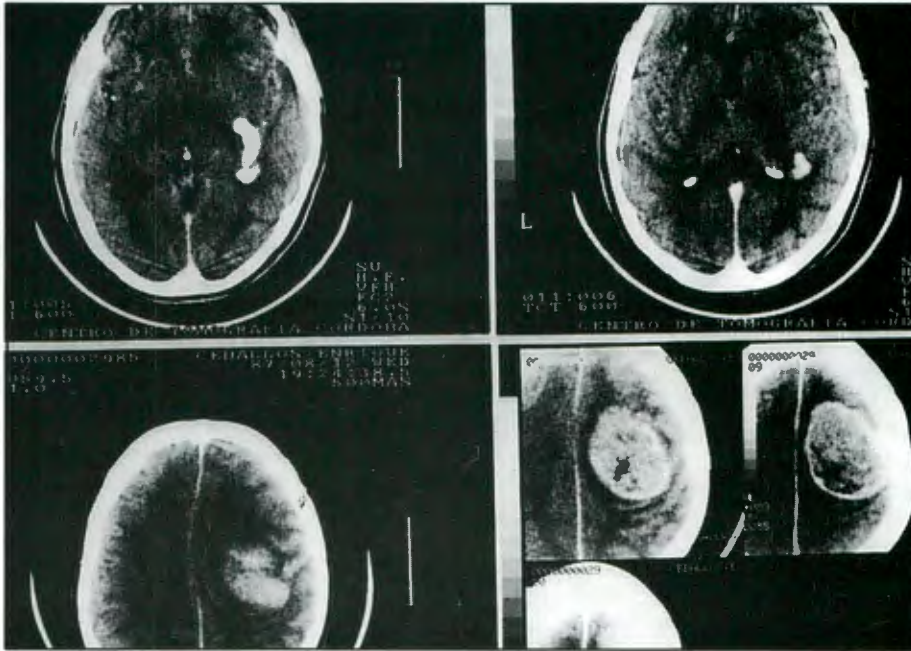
TC mostrando un meningioma de la convexidad parietal derecha, asociado a una MAV ipsilateral.
